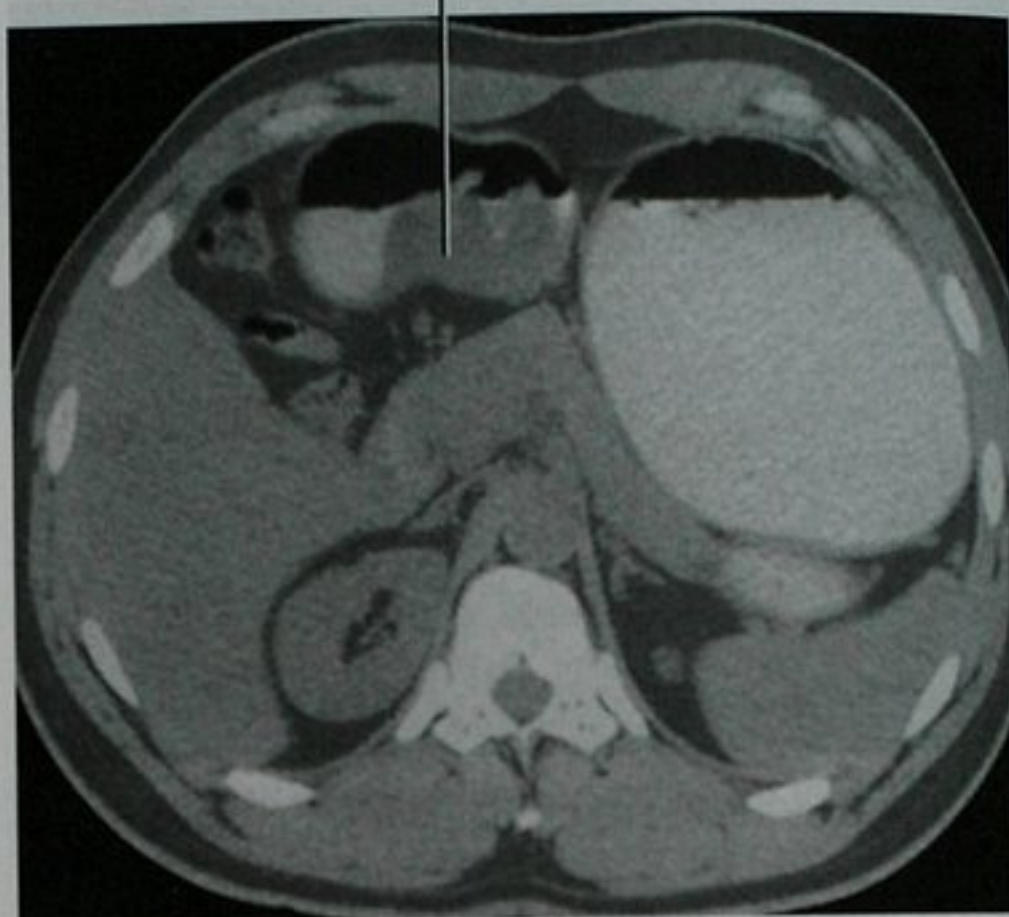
口服阳性对比剂后行上腹部 CT 扫描,显示胃腺癌
